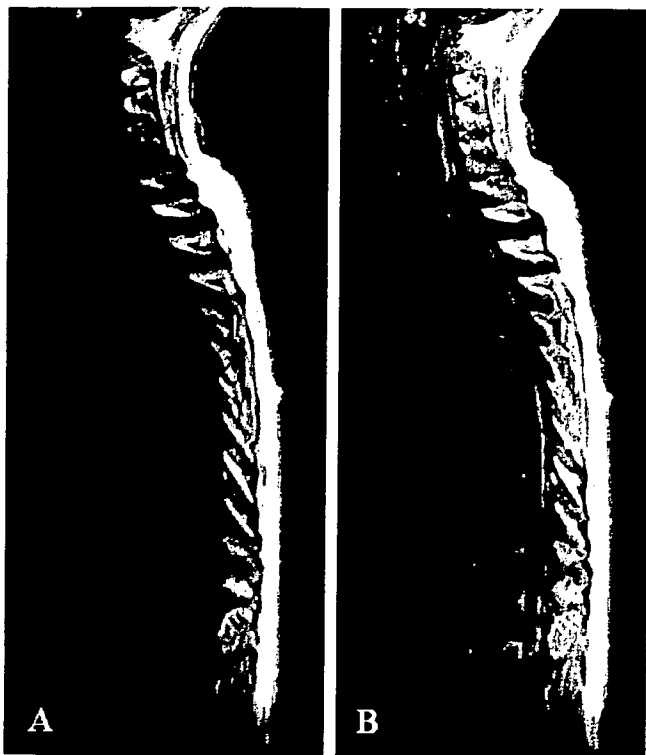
A magnetic resonance image of whole spinal cord taken 3 months after admission, (A) a sagittal T1 weighted image showed a swollen spinal cord and narrowing of subarachnoid space, (B) a sagittal T1 weighted image with gadolinium-enhancement showed diffuse leptomeningeal enhancement throughout the spinal cord. The anterior median fissure at C4-5 level was especially enhanced. There was no intramedullary mass.
